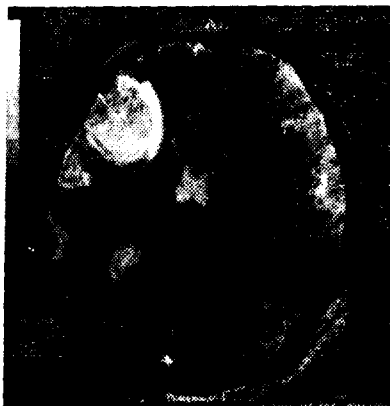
Результаты МРТ больного Ц. на вторые сутки после поступления
